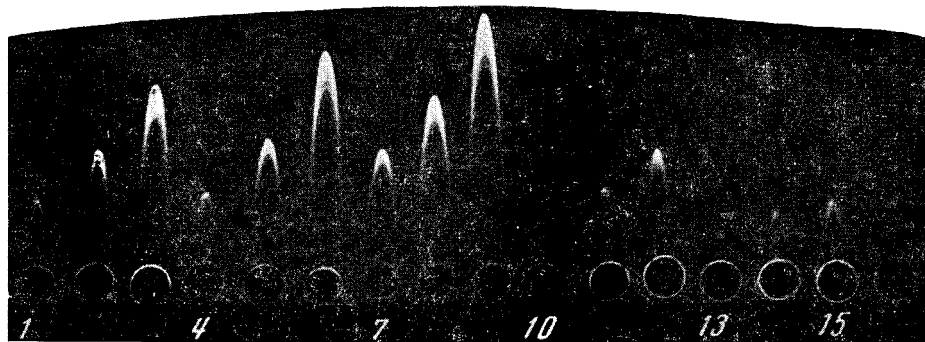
Иммуноэлектродиффузия в гель, содержащий сыворотку анти-3, с последующей зимографической идентификацией ГэдГ. Слева направо — возрастающие количества белка; 1—3 — меристемы; 4—6 — зоны растяжения; 7—9 — зрелых клеток корня; 10—12 — колеоптиля, 13—15 — щитка, 16 — контроль (без белка)
